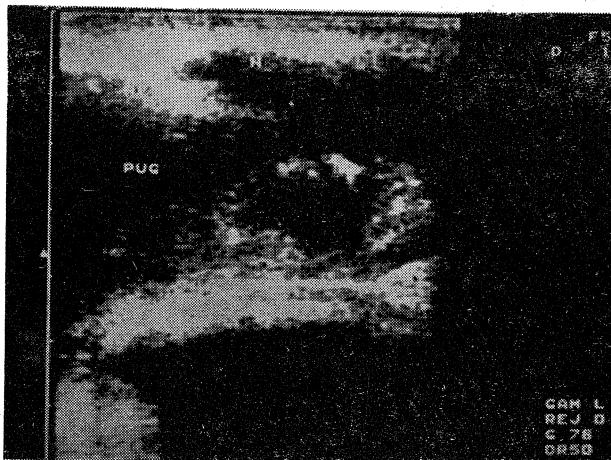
Normal olarak değerlendirilmiş me0ne, veziküla seminalis ve prostatın transrektal ultrasonografik görünümü.
